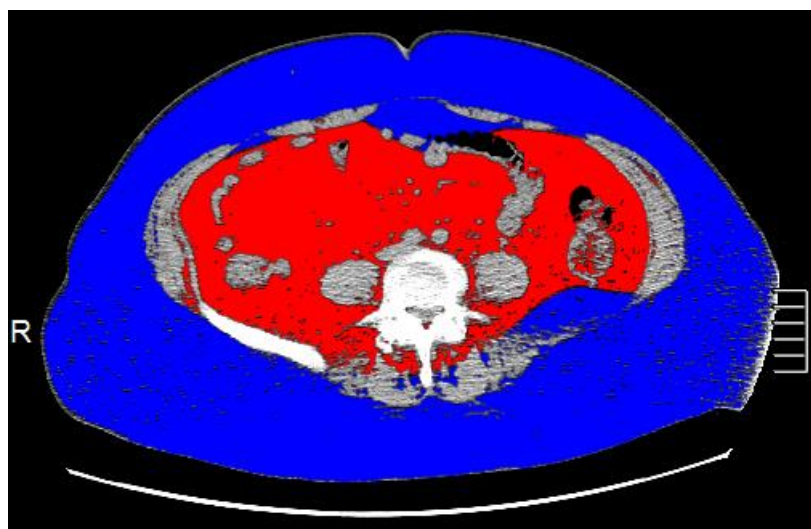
МСКТ, аксиальная реконструкция, уровень L4–L5 позвонков. ВЖТ выделена красным цветом, ПЖТ – синим (значения параметров в тексте)
